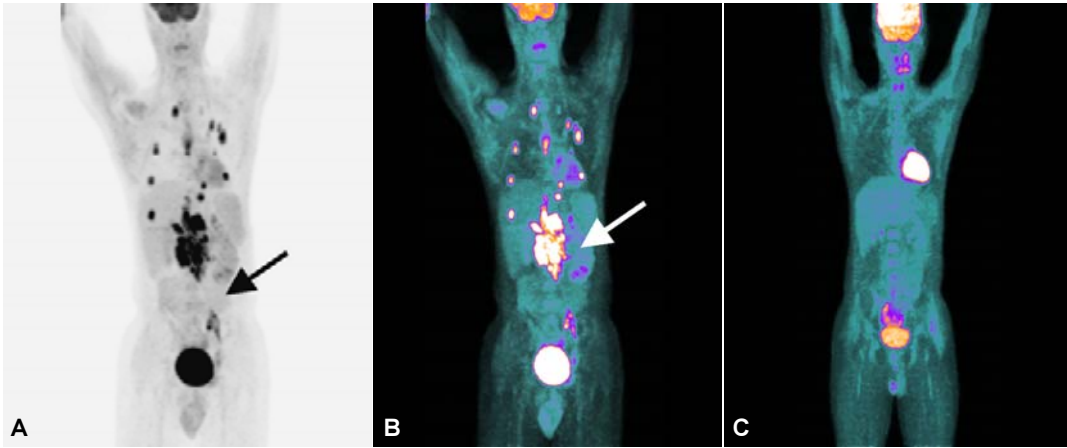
32 años. Tumor de células germinales. A y B) PET y PET-CT que muestran múltiples lesiones metastásicas hipercaptantes de FDG en tórax y abdomen C) PET postratamiento muestra desaparición de lesiones. (Cortesía Dr. E. Kimura. TC Scanner Sur, México, D.F.).
